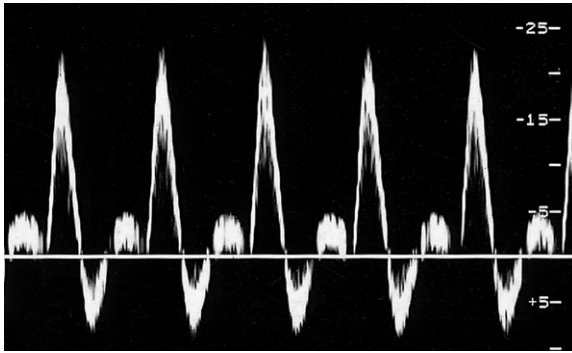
Ein aus der AFS abgeleitetes normales triphasisches Dopplerspektrum.
